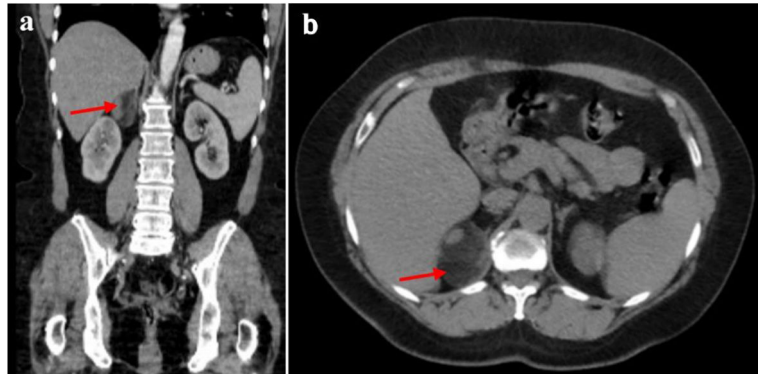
a) Corte coronal. b) Corte axial. a y b) TC de abdomen que sitúa la glándula suprarrenal izquierda de forma y tamaño normal, con tumoración sólida redondeada bien definida de 53 × 46 mm con UH de -33 en la suprarrenal derecha.
